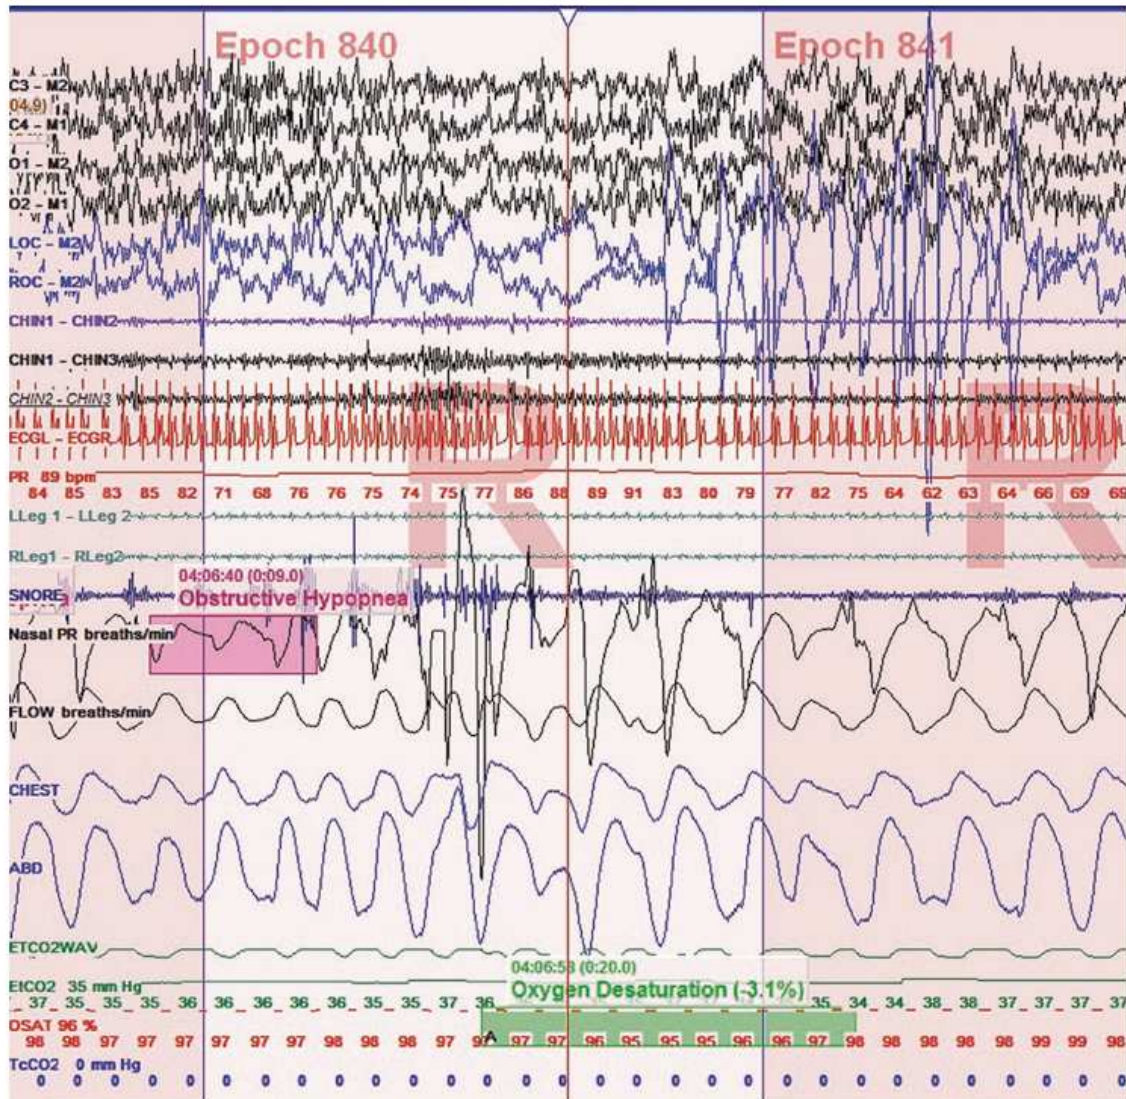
Esempio di schermata video relativa ad un'analisi polissonografica in presenza di un'apnea ostruttiva (2).
